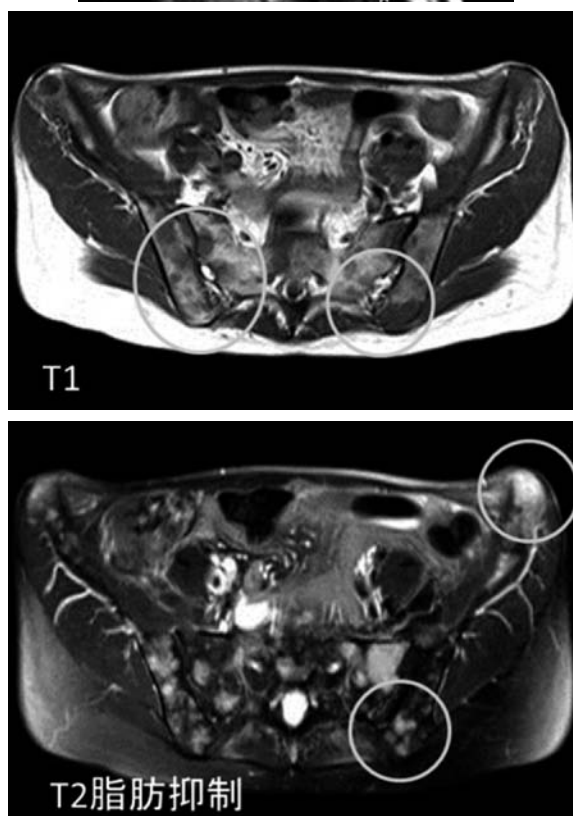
Axial magnetic resonance lumbar spine images showed diffuse low signals in T1 weighted. Sagittal magnetic resonance images showed low signals in T1 weighted and high signals in T2-weighted fat-suppressed throughout the vertebral bodies.
